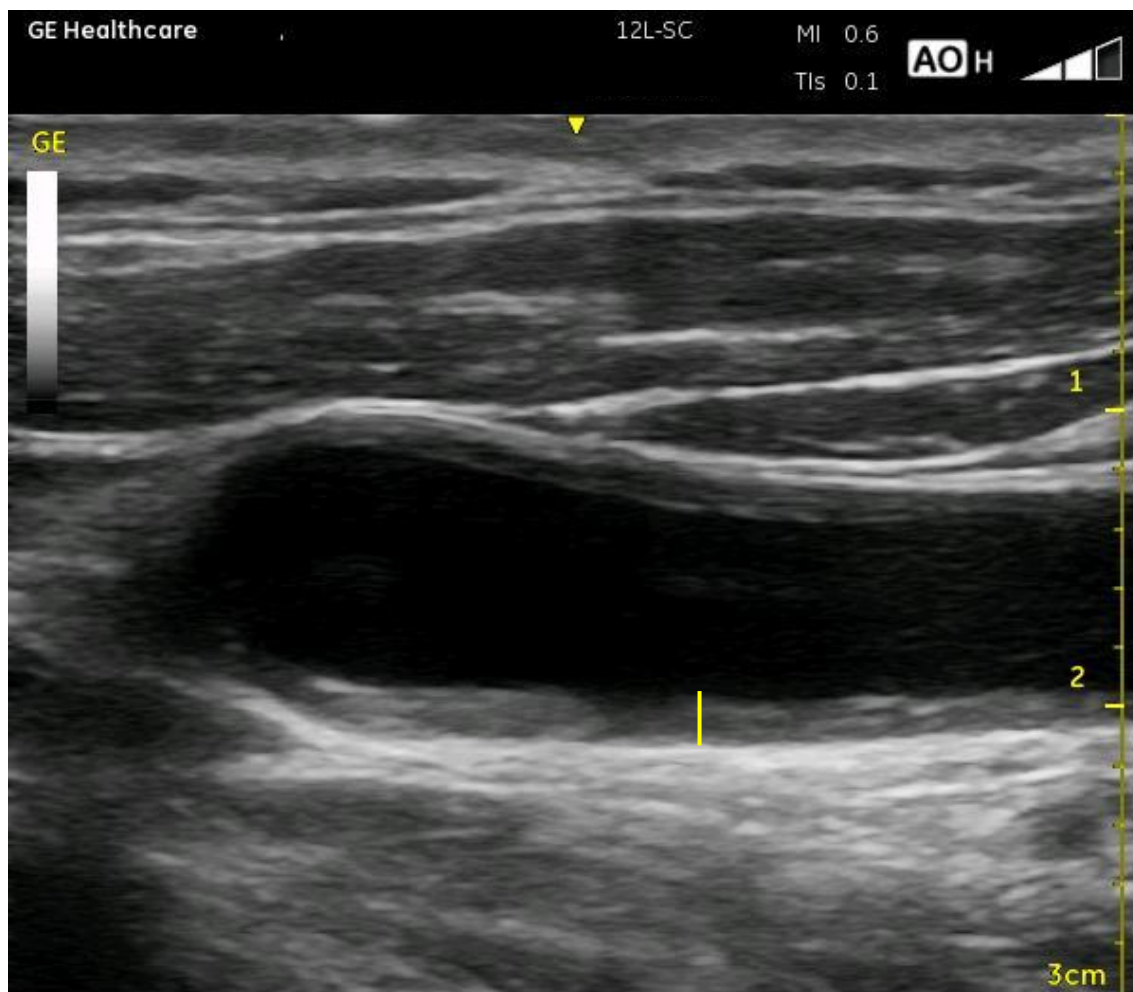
Imagem de ultrassonografia da mensuração da camada média-íntima da artéria carótida comum.
